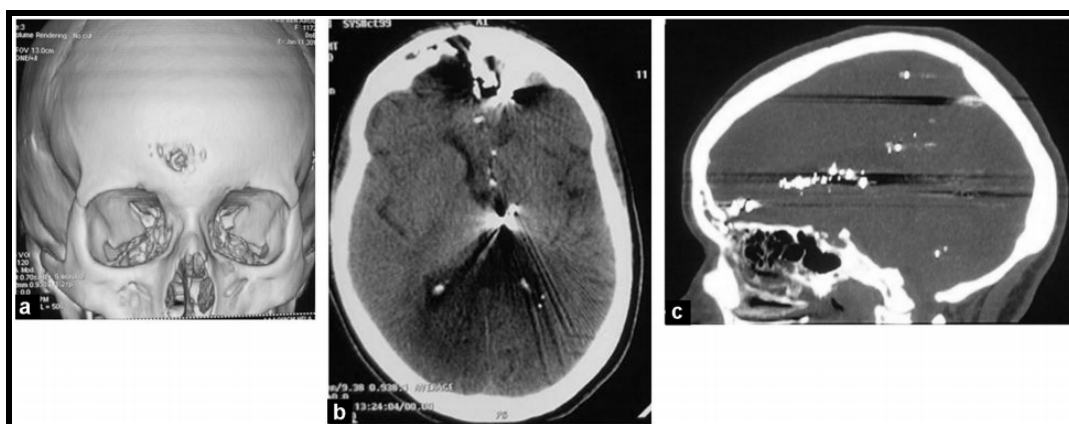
Femme de 36 ans victime d'une plaie crâno-encéphalique : a : TDM cérébral reconstruction volume rendering. Orifice d'entrée de la balle frontal antérieur ; b, c : TDM cérébral coupes axiale en fenêtre parenchymateuse (b) et sagittale en fenêtre osseuse (c) montrent de multiples débris de plomb en intracérébral. (69)
